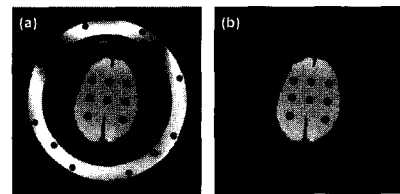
MRI 스캔으로부터 뇌 영상 추출.
